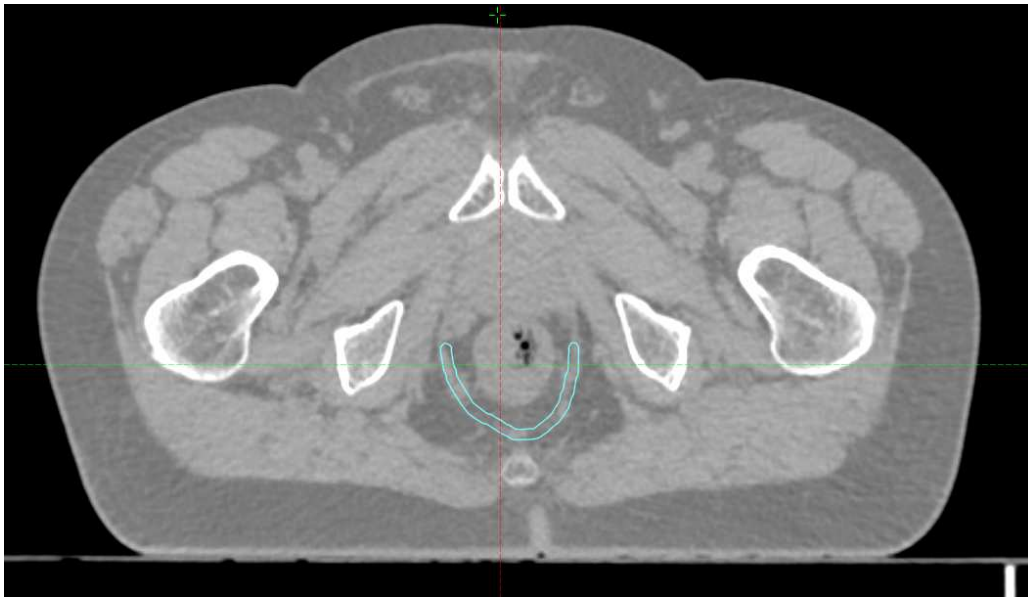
Visione assiale contorno muscolo elevatore dell'ano TC di centraggio paziente 1
